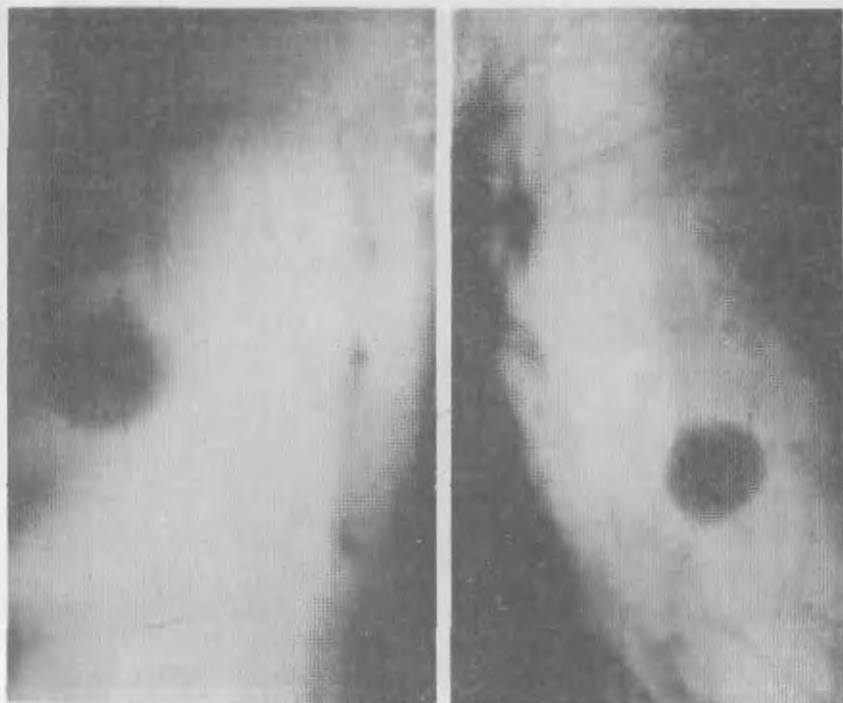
Боковая томограмма правого легкого. В средней доле неправильной шаровидной формы затемнение, к которому подходят сосуды. Размеры затемнения меняются при дыхательных пробах. Диагноз артериовенозной аневризмы подтвержден с помощью ангиопульмонографии.
